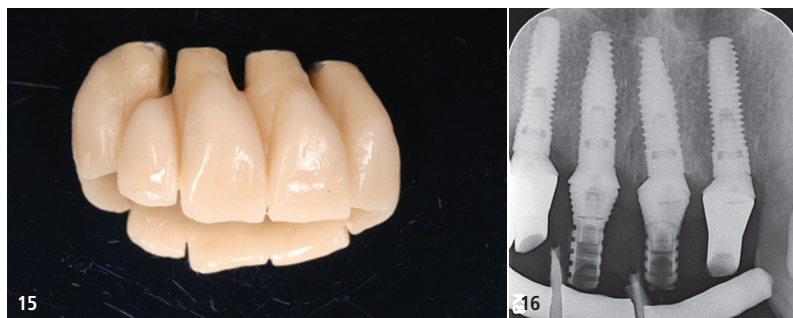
Fertiggestellte verschraubbare provisorische Frontzahnbrücke aus einem Nichtedelmetallgerüst und einer Kompositverblendung. – Abb. 16: Kontrollröntgenbild unmittelbar nach Eingliederung der provisorischen Brücke.
